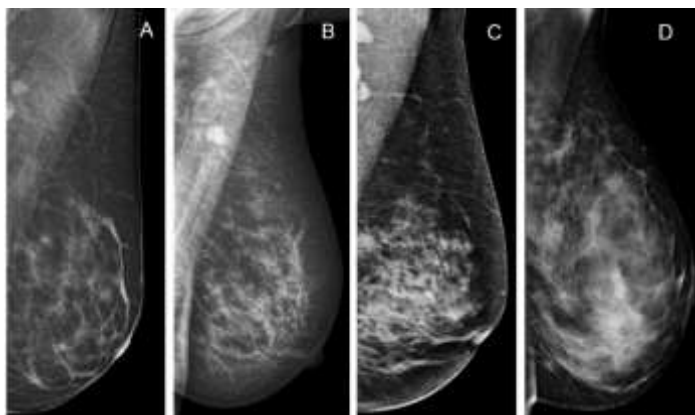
Рентгеновская плотность тканей МЖ (оригинальный рисунок).
